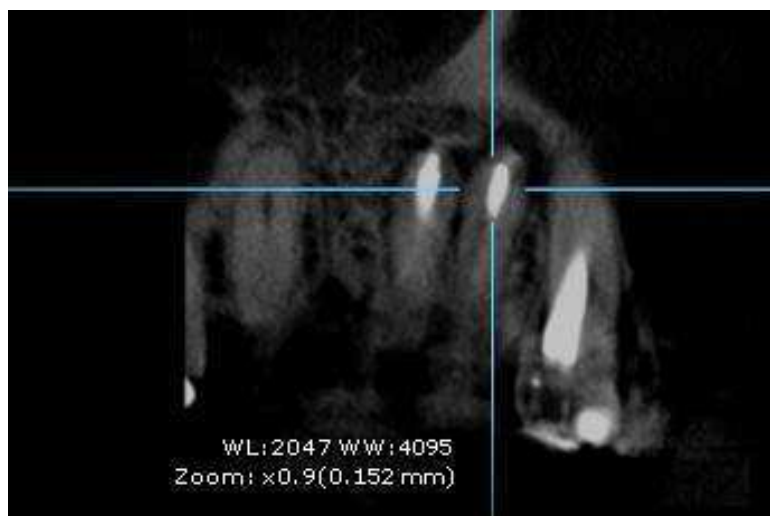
Tomografia computadorizada de feixe cônico. Neoformação óssea na região de assoalho de fossas nasais.
